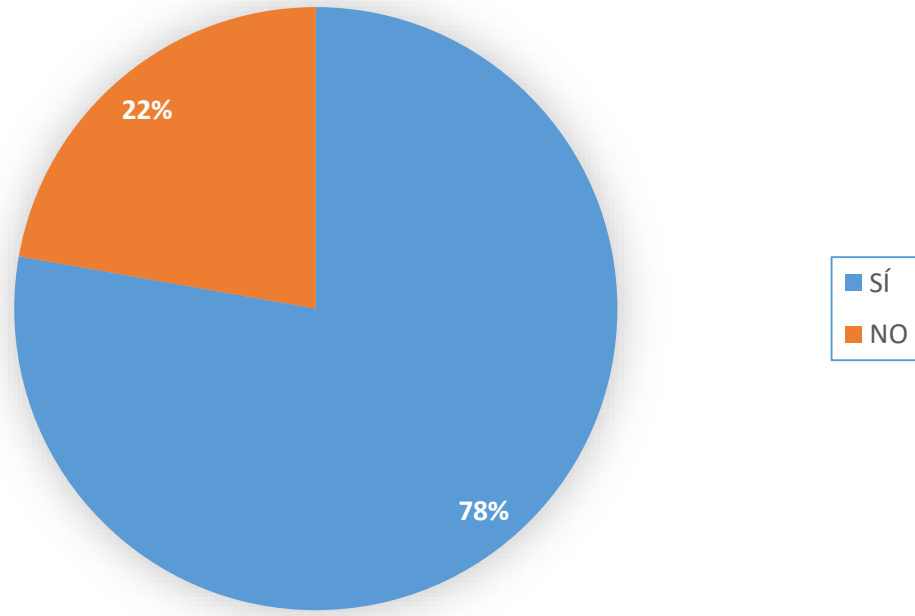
Realización de resonancia magnética cerebral.
